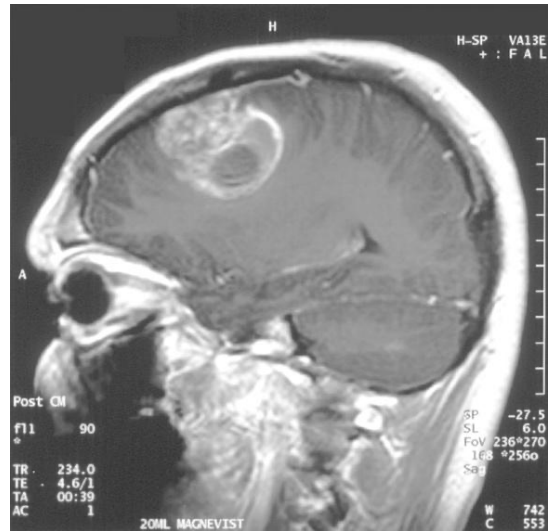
Resonancia magnética de un GBM en lóbulo frontal en paciente de 15 años (Jaramillo, *et al*, 2012)
